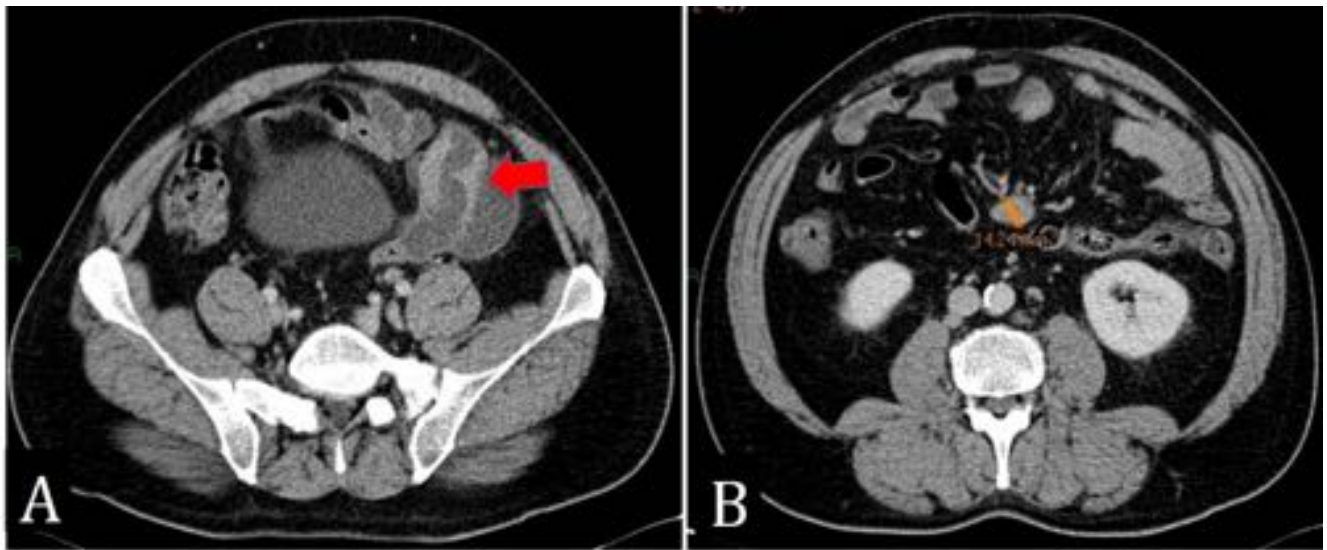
Varón de 50 años. TC abdominopélvico con contraste intravenoso en plano axial. Engrosamiento concéntrico y segmentario de la pared de yeyuno (hasta 15 mm de grosor), con reticulación de la grasa adyacente (A), asociado a múltiples adenopatías retroperitoneales y mesentéricas (B). Linfoma de células B grandes difuso en yeyuno con componente de linfoma folicular.
